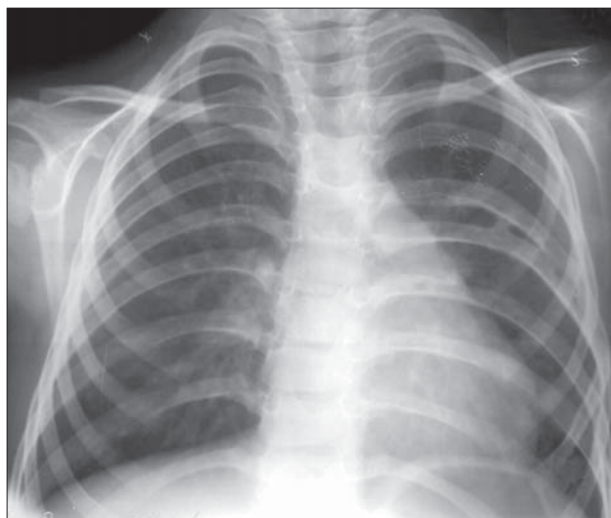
Radiografie toracică PA. Punți interosoase între arcurile costale posterioare VI - VII, în stânga
